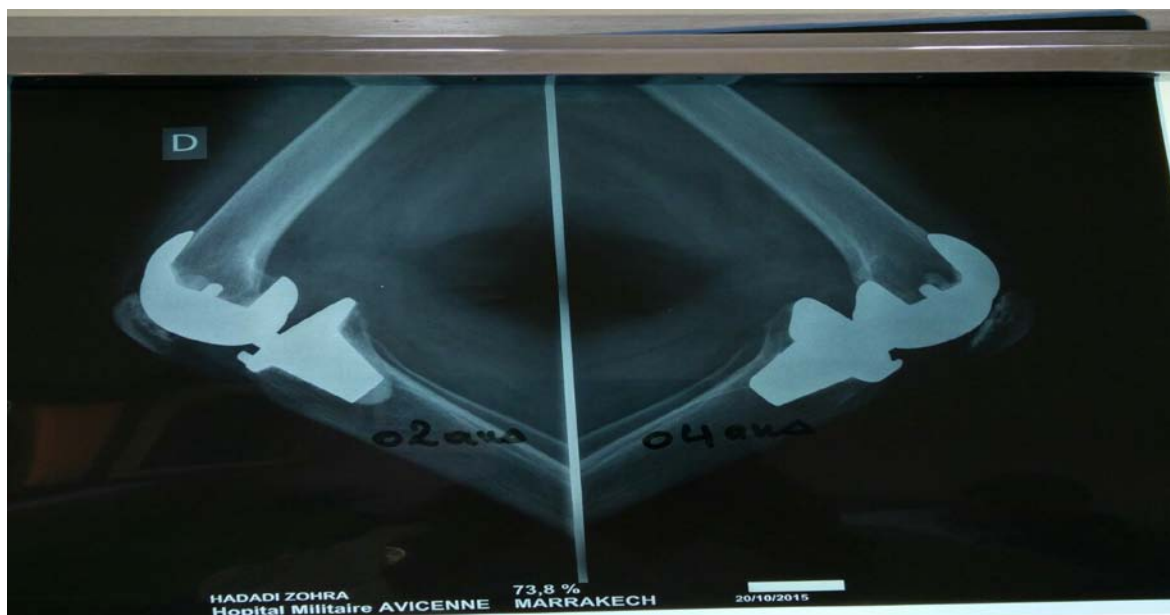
radiographie de profil chez une patiente porteuse de prothèse totale bilatérale du genou après un recul de 4 ans pour le genou gauche et de 2 ans pour le genou droit
